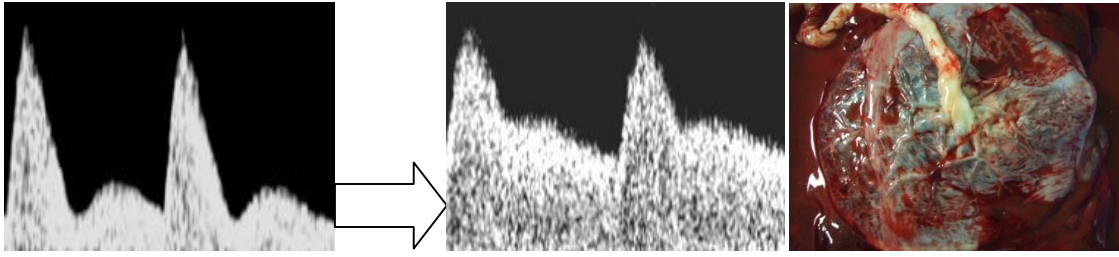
Nr. 1.4. Doppleri AU në rastet me maturim normal të Placentës
